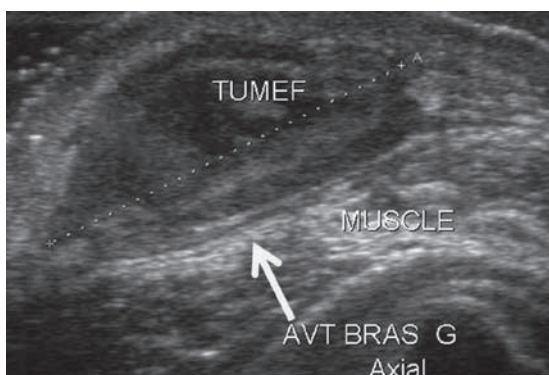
Corps étranger ; l'image hyperéchogène linéaire est bien visible en échographie alors que cette écharde de bois était radiotransparente et non visualisée sur les clichés standards.
